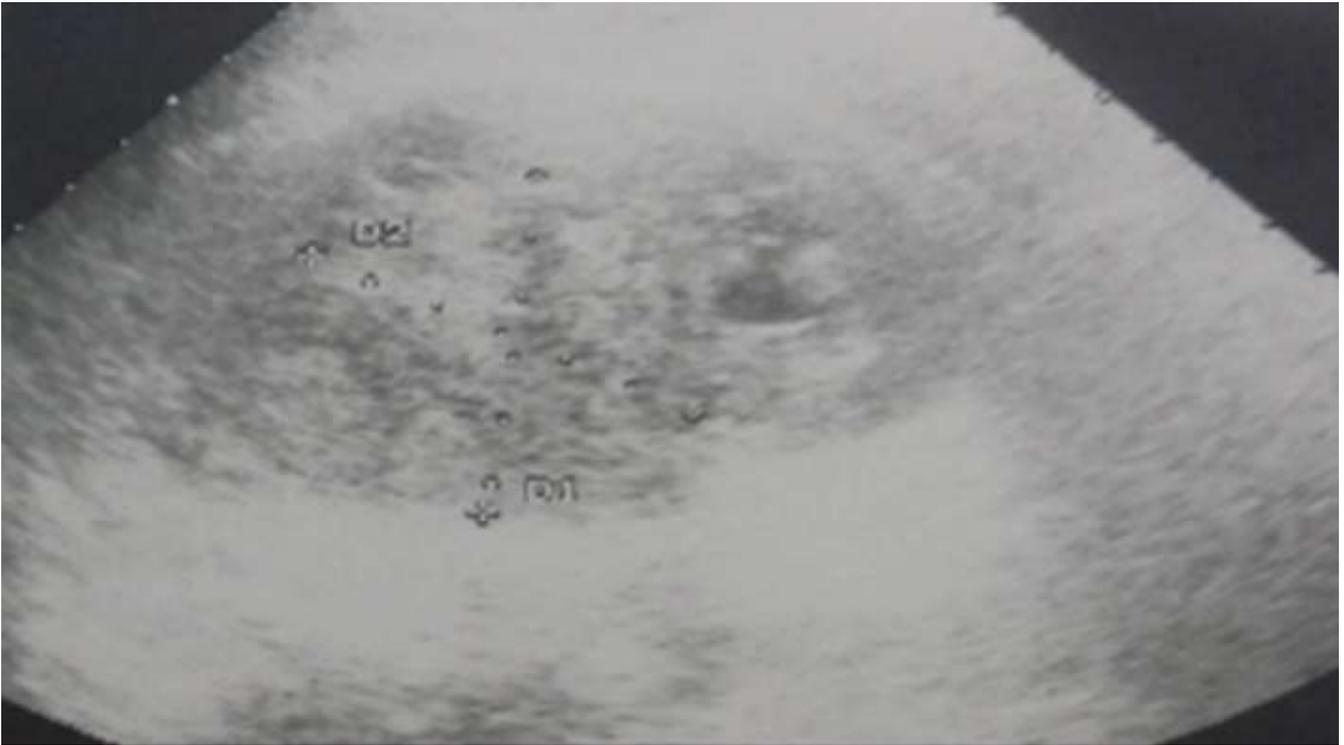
aspect échographique de la masse rénale gauche
